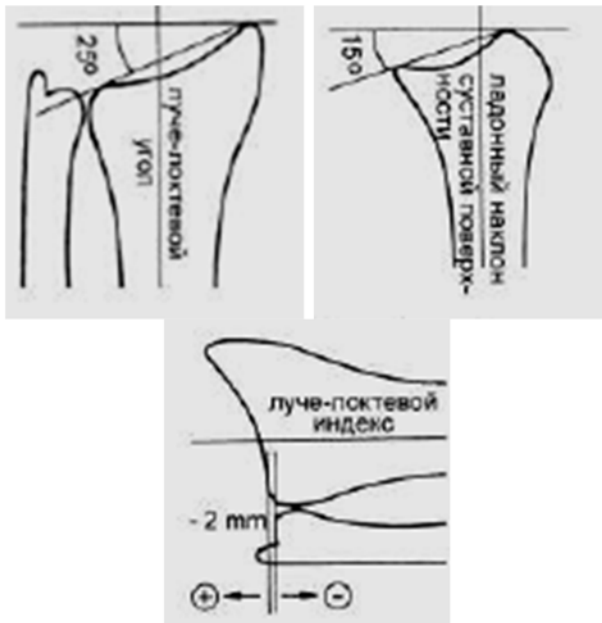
Рентгенометрия дистального отдела лучевой кости (по С.Н. Измакову, 2005)
